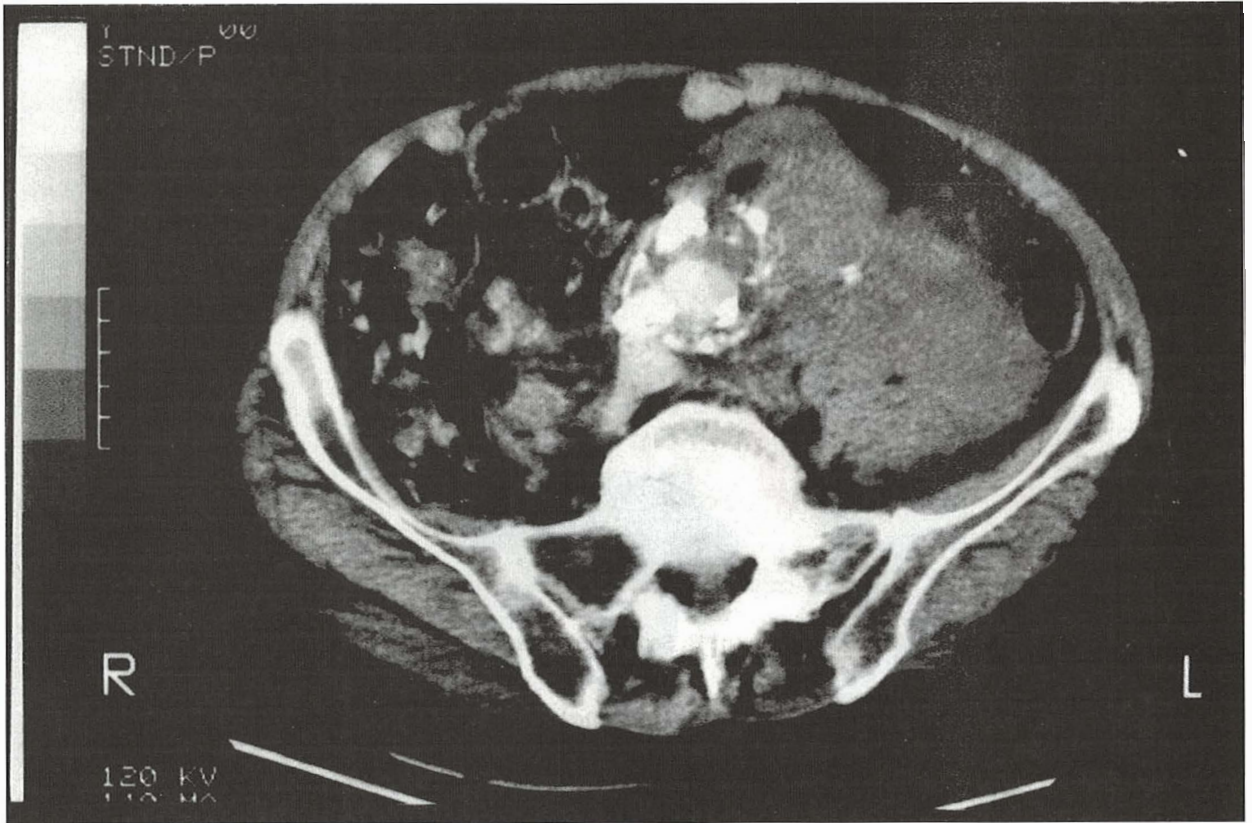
Aspect CT al unui AAA calcificat rupt în retroperitoneul stâng.
